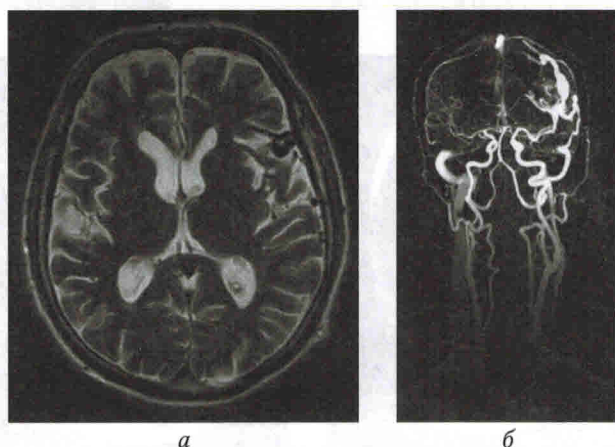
Артериовенозная мальформация в левом полушарии большого мозга. МРТ головного мозга, режим T2 (а). Контрастная МР-ангиография сосудов шеи и головы (б)
